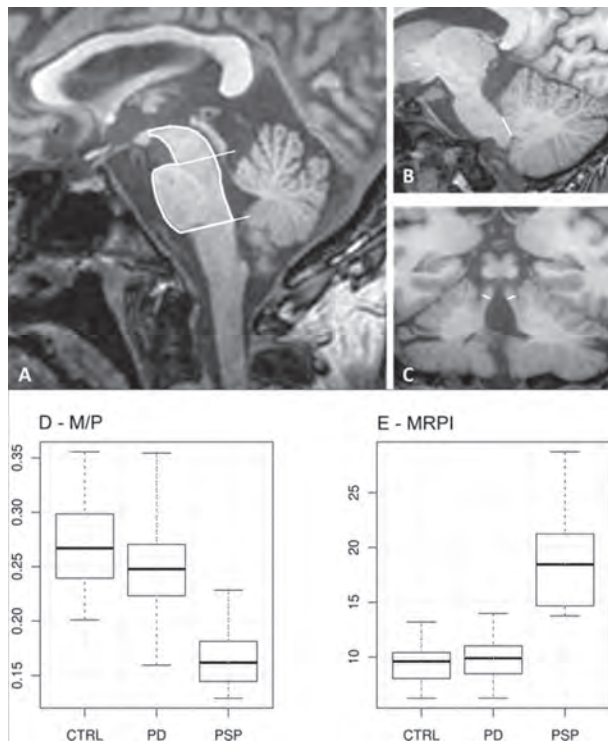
(A-C) MRI による正中矢状面の測定値。健常被験者 1 例における (A) 中脳および橋の面積, (B) 中小脳脚 (MCP) の幅, (C) 上小脳脚 (SCP) の幅。中脳と橋の面積比 (M/P) および Magnetic Resonance Parkinsonism Index (MRPI) の算出に用いた, 矢状断像および冠状断像の T1 強調 volumetric spoiled gradient-echo 法による MRI 画像。MRPI は, 正中矢状面の橋面積 / 正中矢状面の中脳面積 (P/M) を, MCP の幅 / SCP の幅 (MCP/SCP) で乗じて算出 [(P/M) × (MCP/SCP)]。 (D, E) 健常対照群 (CTRL), パーキンソン病患者群 (PD), 進行性核上性麻痺患者群 (PSP) における (D) M/P および (E) MRPI の箱ひげ図。水平線 (ひげ) は, 認められた低値と高値を示す。箱の下端は 25 パーセンタイル, 上端は 75 パーセンタイルの各点を示す。各箱にある水平線は中央値を示す。
